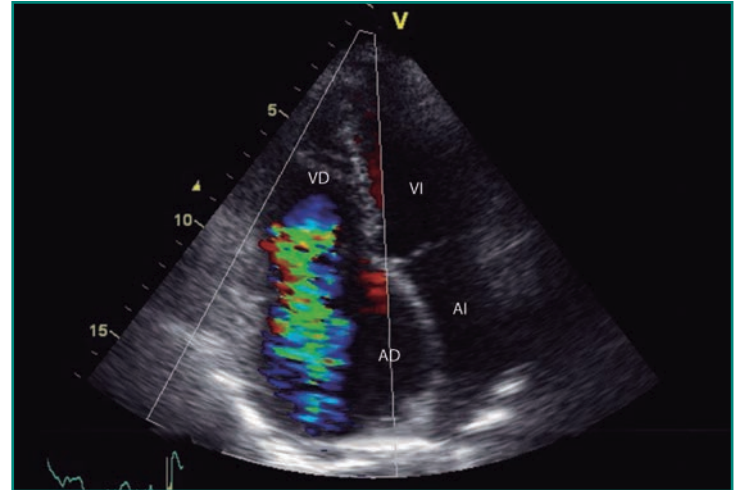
Imagen ecocardiográfica de doppler color (proyección apical de cuatro cámaras) de un paciente con hipertensión pulmonar grave e insuficiencia tricúspide grave secundaria a dilatación del anillo.
